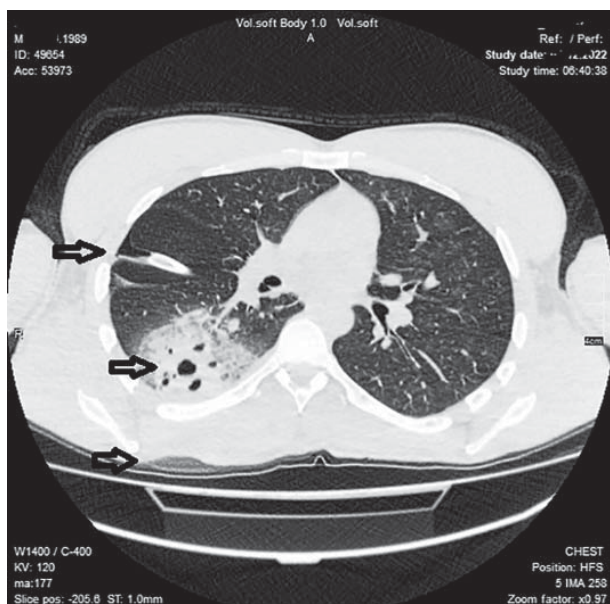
КТ ОГК пацієнта N (випадок 1) на 2 добу захворювання
